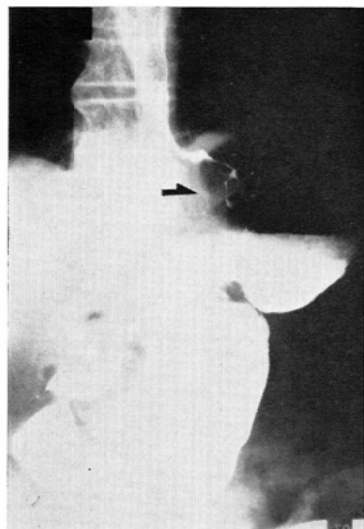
Filling phase in upright position. Case III. Roentgenogram shows an irregular tumor mass below the cardiac orifice.
